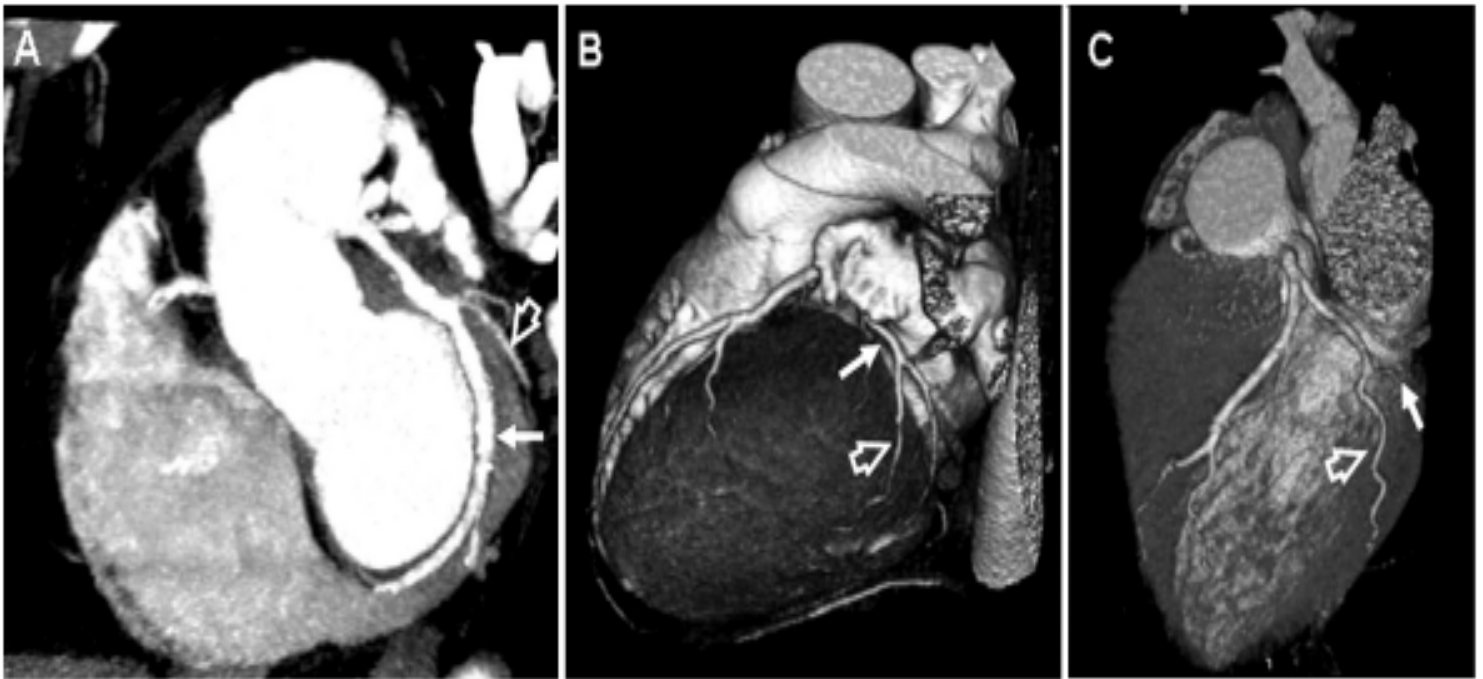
Visión de la Arteria Circunfleja (CX) en el TAC multicorte. A, B y C corresponden a distintas proyecciones donde se visualiza la arteria CX (flecha) y la rama Obtusa Marginal (flecha abierta). *Reproducido con permiso de Bastarrika Alemañ G, Alonso Burgos A, Azcárate Agüero PM, Castaño Rodríguez S, Pueyo Villoslada JC, Alegría Ezquerro E. [Normal anatomy, anatomical variants, and anomalies of the origin and course of the coronary arteries on multislice CT]. Radiologia 2008;50(3):197-206. (In spa). DOI: 10.1016/s0033-8338(08)71965-9.*
